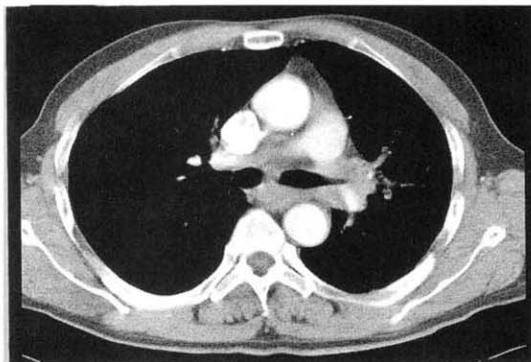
Post contrast chest CT scan at the level of the carina shows a mass smaller than 3 cm in diameter with extending to distal main bronchus.
